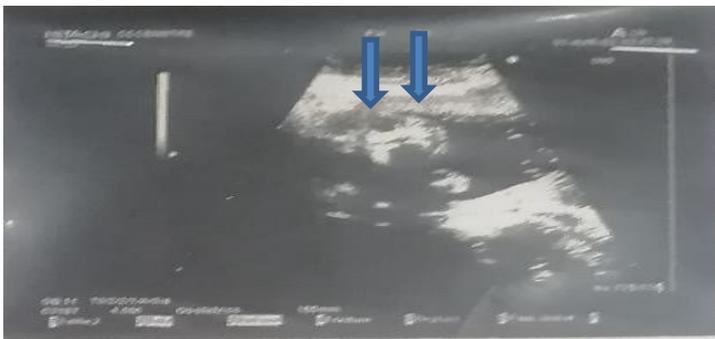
Images échographiques d'absence de voûte crânienne (flèches ↓)
